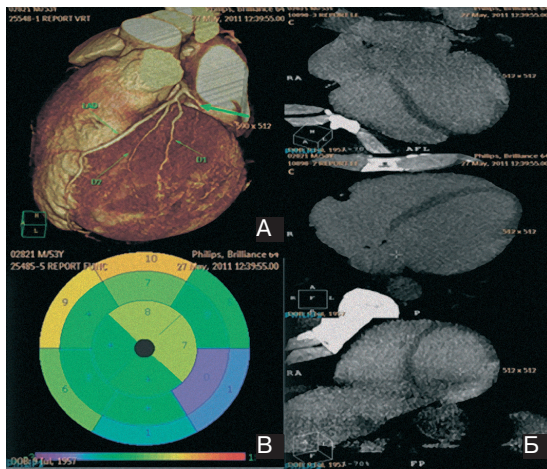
Томограма (МДКТ) пацієнта М., 53 роки. Трансмуральний інфаркт міокарда ЛШ. Оклюзія проксимального відділу обвідної гілки лівої вінцевої артерії (стрілка) (А). Ознаки трансмурального інфаркту міокарда в задньобічних сегментах базальних і середніх відділів ЛШ з гіпокінезією на цьому рівні (Б, В).
